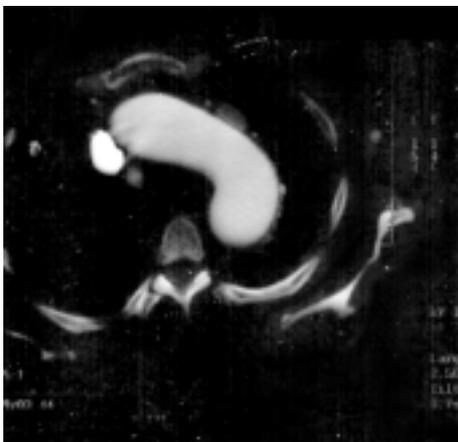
Immagine tomografica computerizzata che mostra l'aorta nel passaggio tra il tratto addominale e quello toracico.
